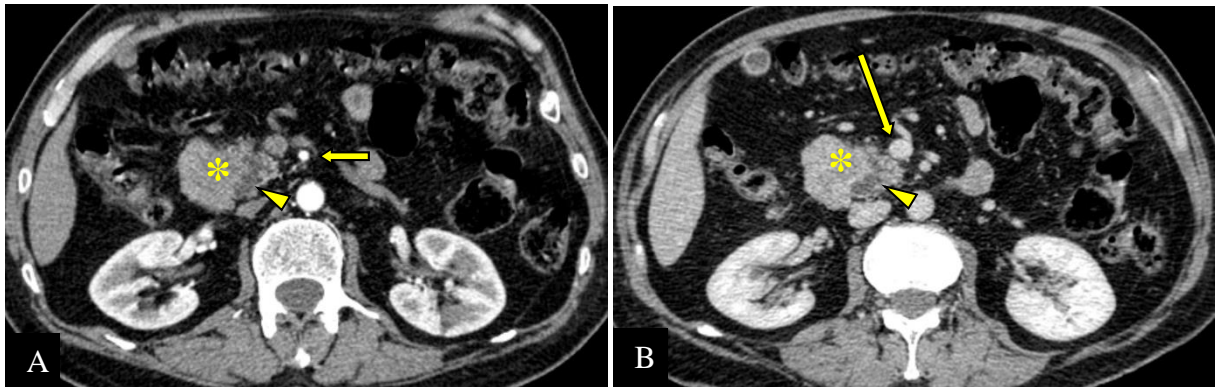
ADCP résecable (*) chez un homme de 69 ans opéré. L'artère (flèche courte A) et la VMS (flèche longue B) sont respectées aux temps artériel (A) et portale (B) de la TDM. Le CPP d'amont est dilaté (tête de flèche). Le patient est vivant après 04 mois de DPC (CHUC).
